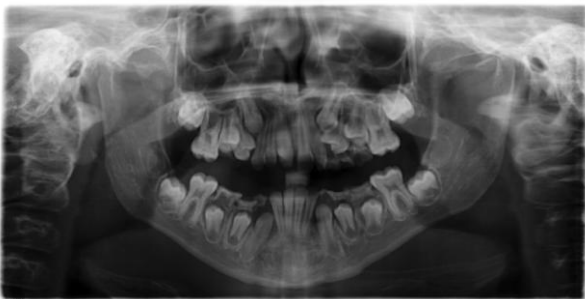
Ортопантомограма пацієнта М. 9 років. Діагноз: ДЦП. Дистальний глибокий прикус
